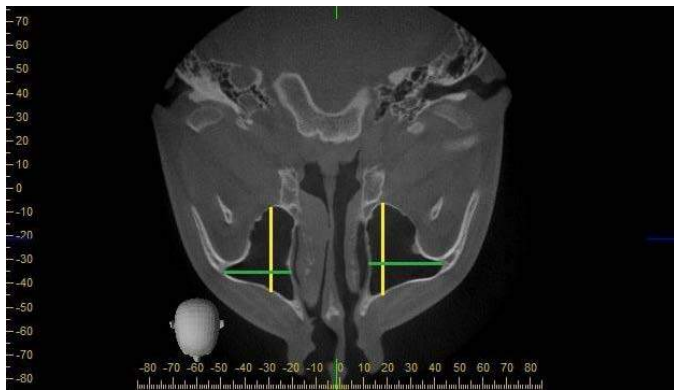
Axial view of cone beam computed tomography (CBCT) images of width (green line) (the largest distance from the most medial point of the sinus to the most lateral point of the sinus) and the length (yellow line) (the largest distance from the most anterior to the most posterior sinus point) of the left and right maxillary sinuses.
